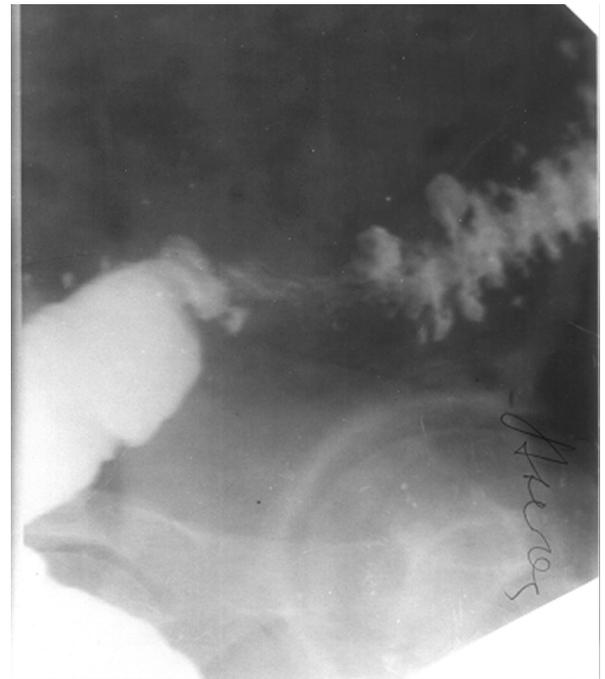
Рентгенограмма сигмовидной кишки б-ного Л., 48 лет. Паракишечный инфильтрат. Жесткая фиксация стенок кишки и дивертикулов.
